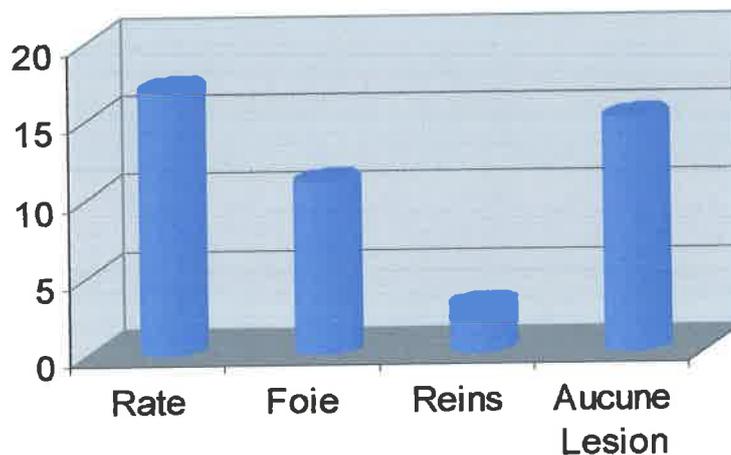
Répartition des malades selon les lésions viscérales observées à l'échographie abdominale.
